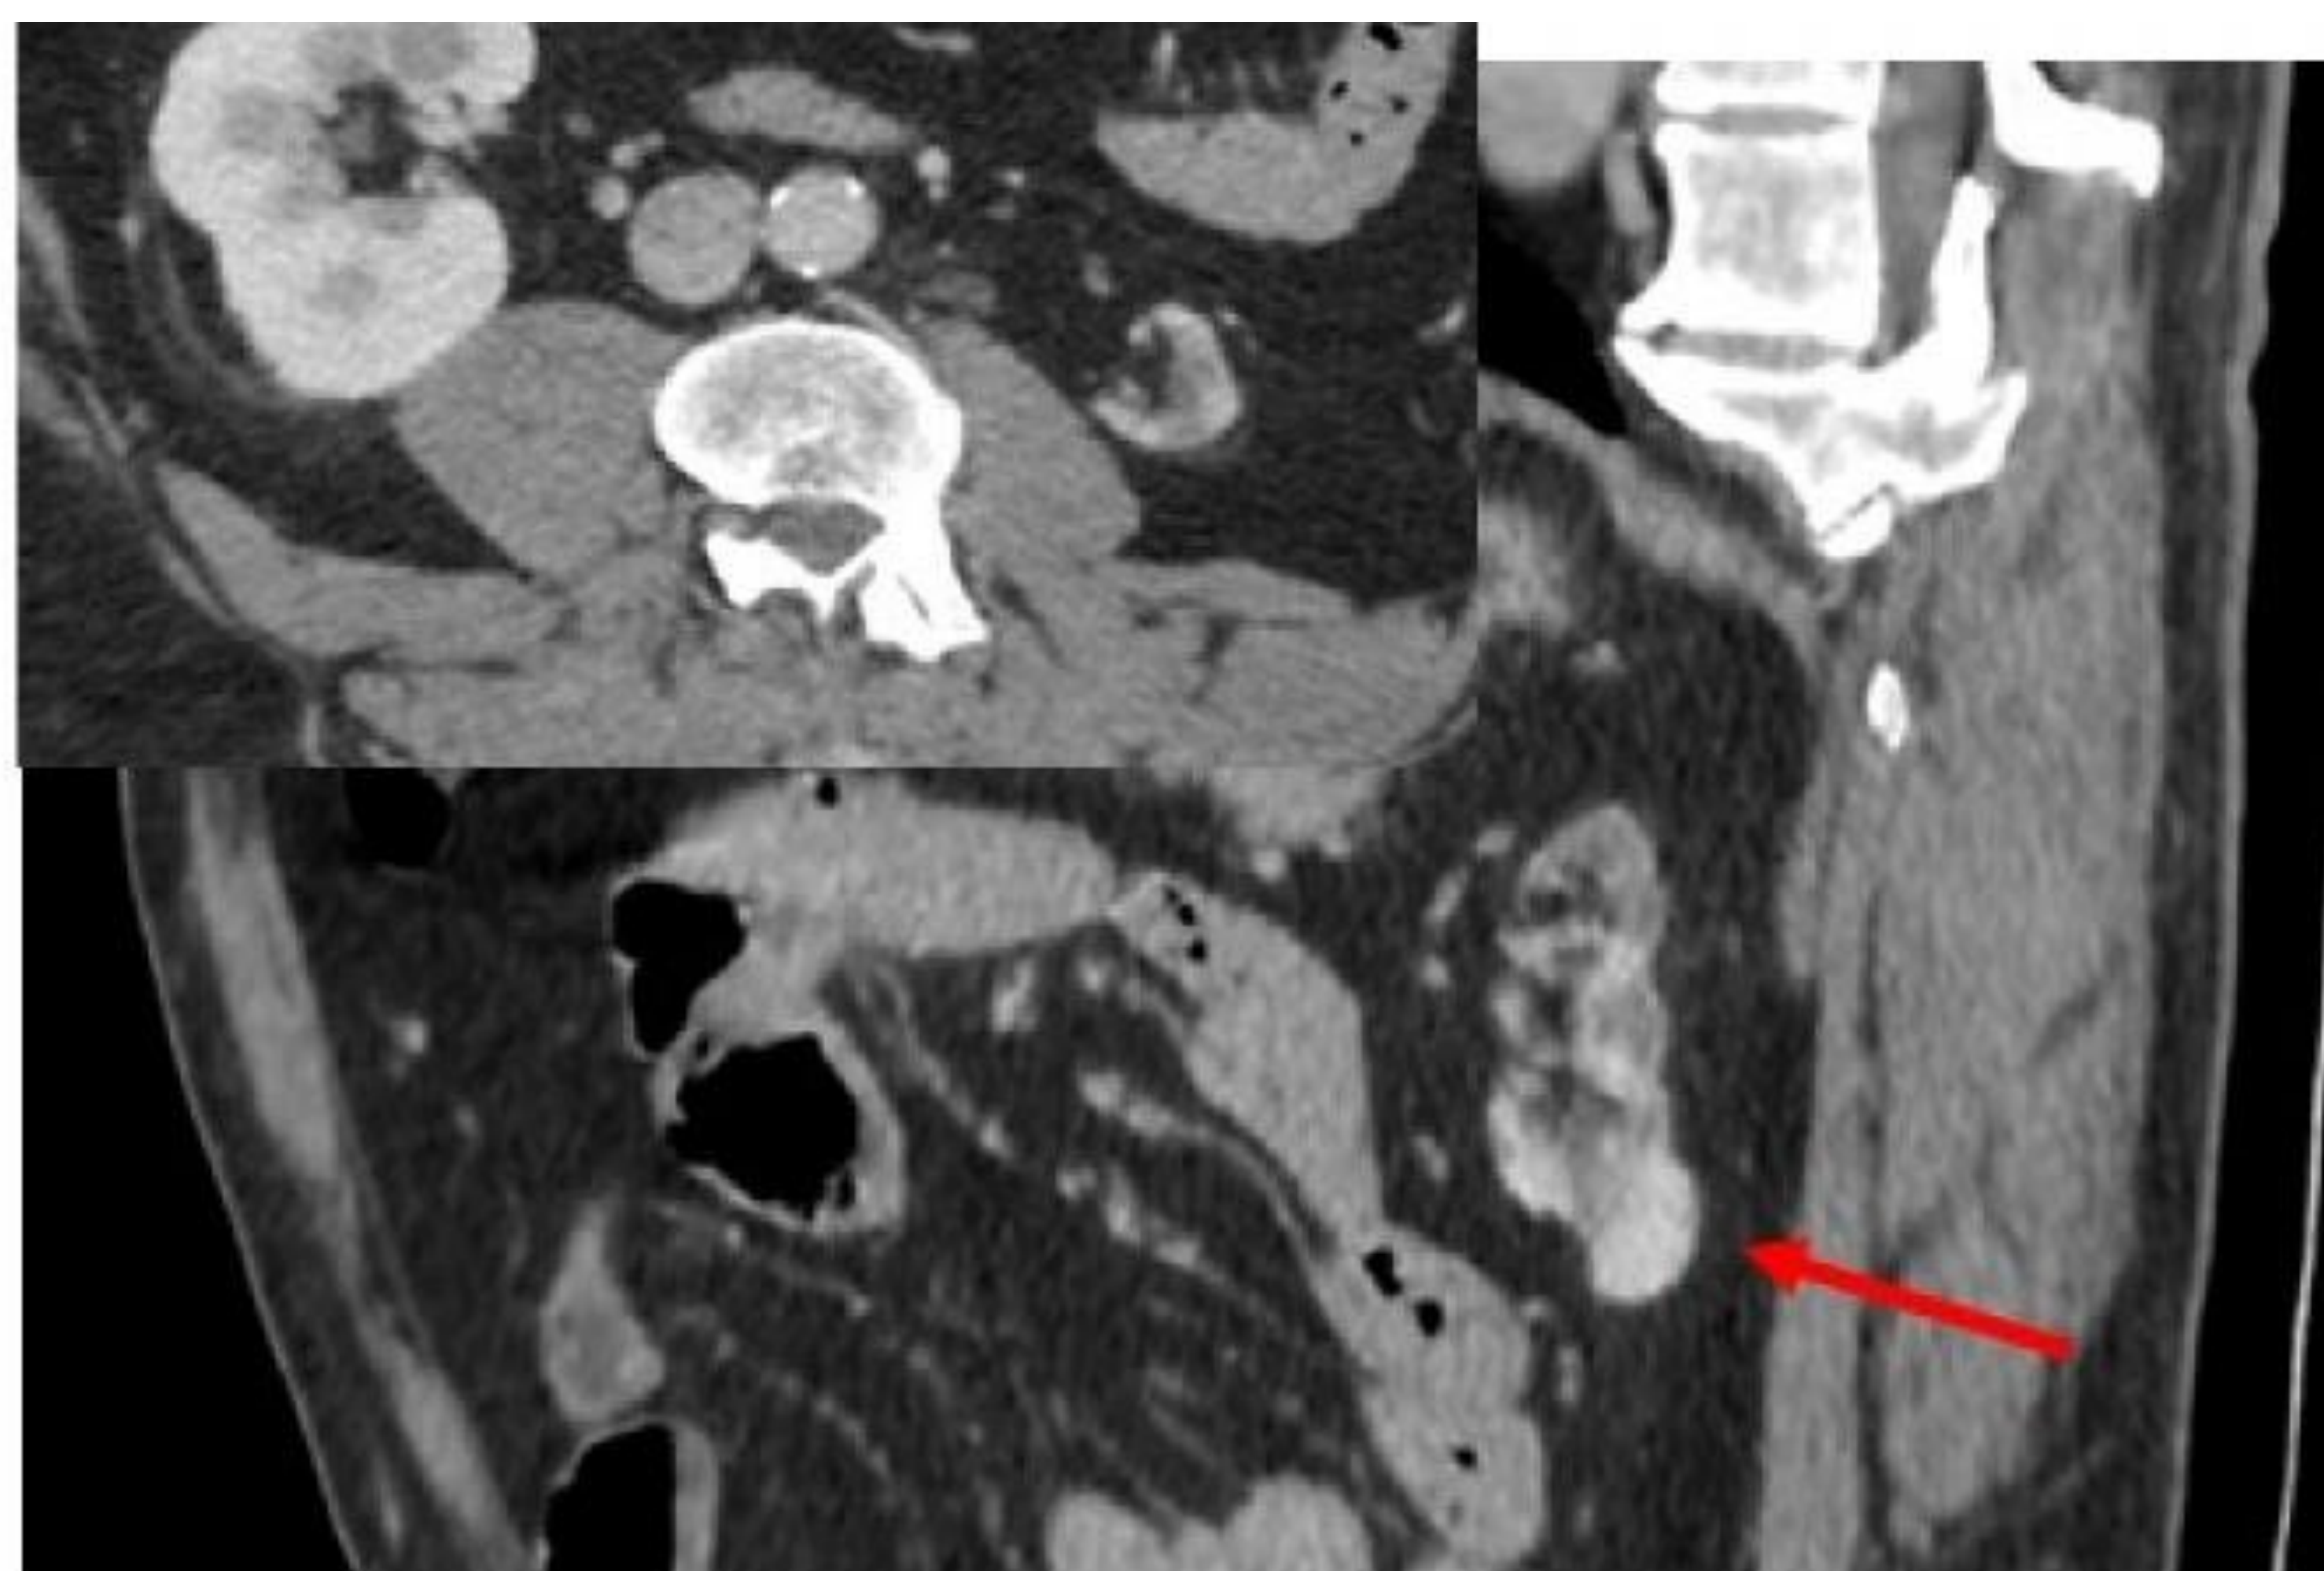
Paciente de 60 años en estudio por prostatismo. En el estudio ecográfico se objetiva una lesión nodular sólida en un riñón izquierdo atrófico. El estudio doppler color mostraba vascularización interna. Se amplia el estudio ecográfico administrando contraste, poniendo en evidencia realce isoecogénico de la lesión con respecto a la cortical adyacente. Los hallazgos son por tanto compatibles con parénquima renal preservado, que fue confirmado en el TC de control. Sin embargo ya que no se podía descartar que se tratara de un tumor hipovasascular, se realizó una nefrectomía total con hallazgo anatomopatológico concordante con los hallazgos descritos tanto en CEUS como en TC.
